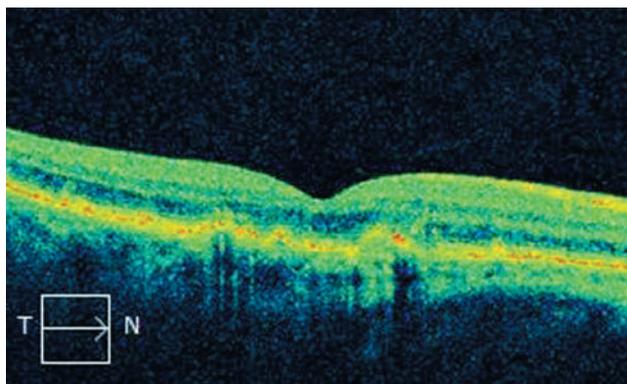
Оптическая когерентная томограмма макулы пациентки П. 52 лет через 18 месяцев после эндовитреального вмешательства и трех интравитреальных инъекций ранибизумаба: толщина сетчатки в фовеолярной зоне соответствует норме, рецидива макулярного отека и субретинальной геморрагии нет
